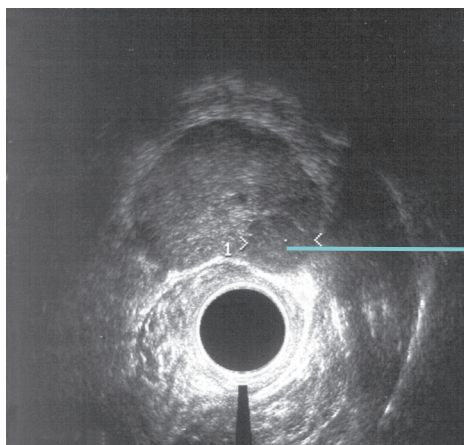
карцинома простаты при УЗИ со стороны прямой кишки
